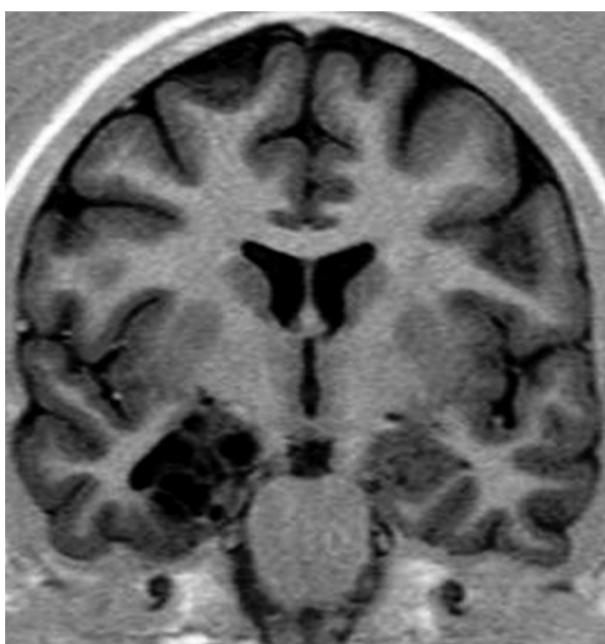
Paciente del grupo 1 con epilepsia temporal cuya IRM, en secuencia IR coronal, mostraba un tumor neuroepitelial disembrioplásico en las estructuras mesiales (confirmado a través de la anatomía patológica).
